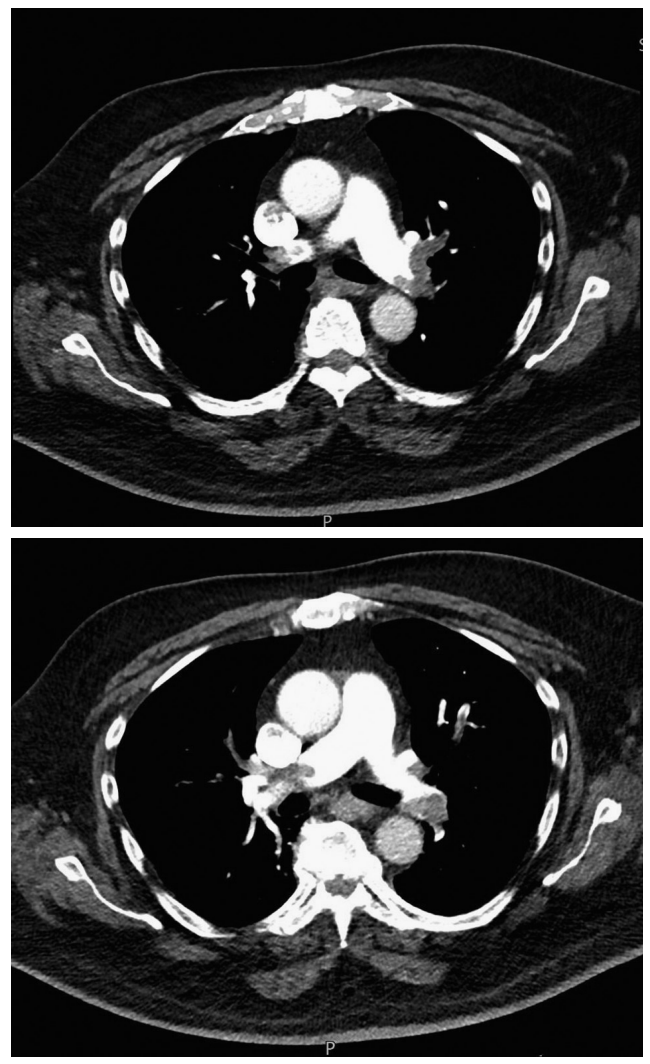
Computertomographie
